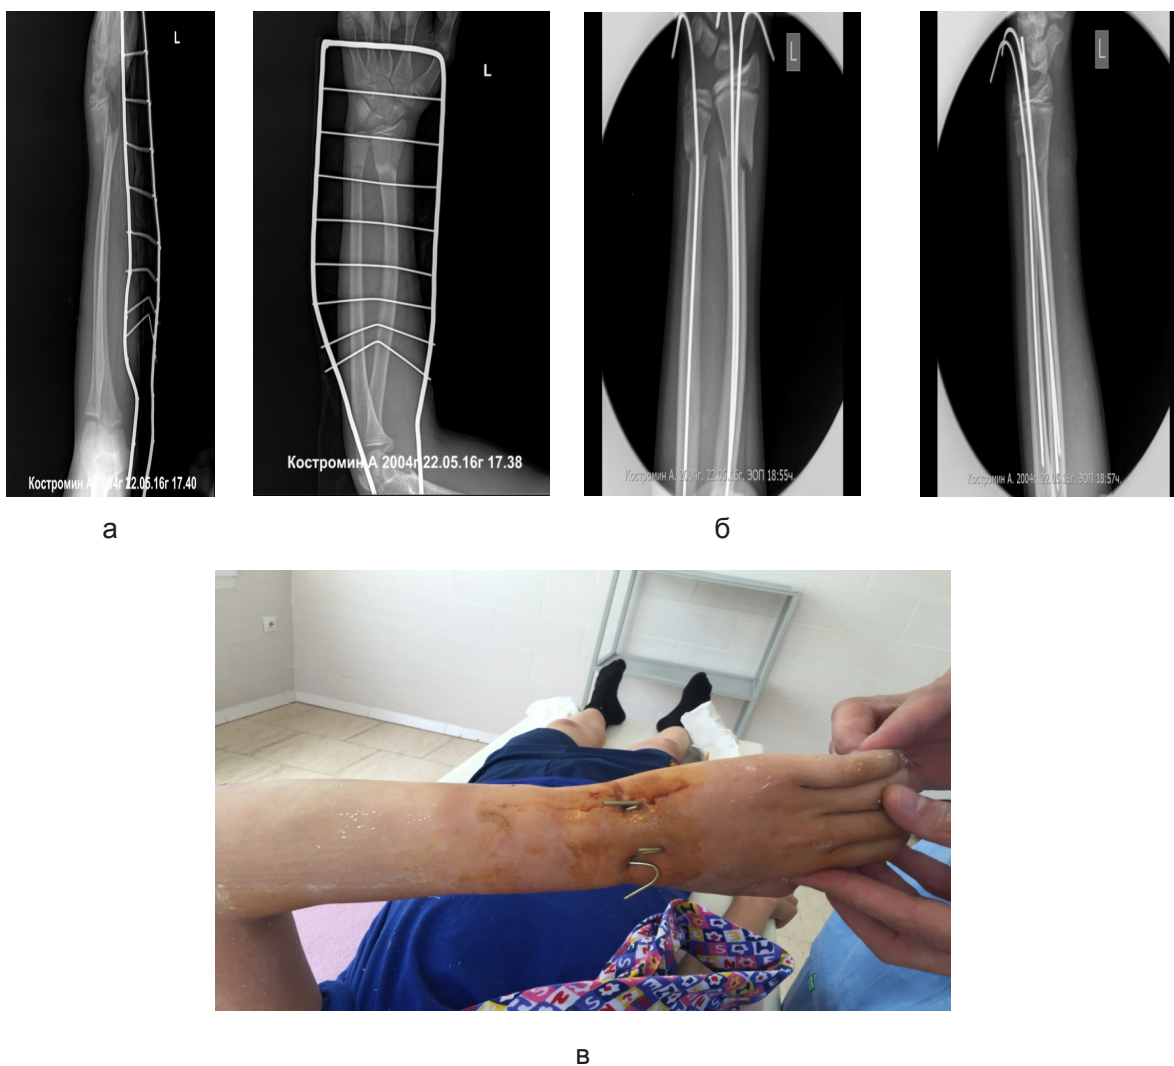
Больной К., 2004 г.р.: а – рентгенограммы в 2 проекциях до операции; б - рентгенограммы в 2 проекциях после репозиции; в – пациент после репозиции
